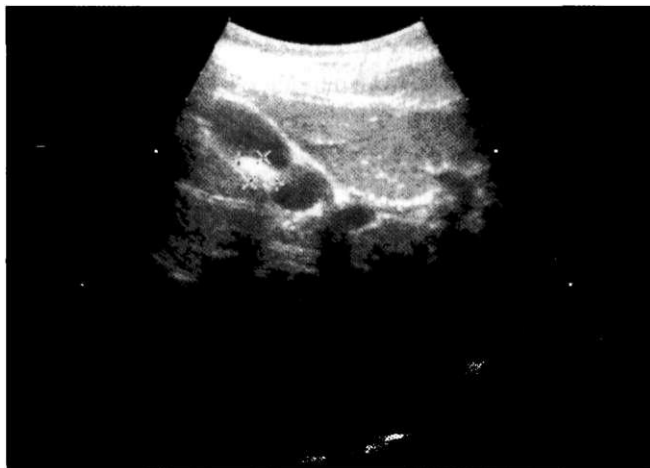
УЗИ жёлчного пузыря (одиночный камень).
